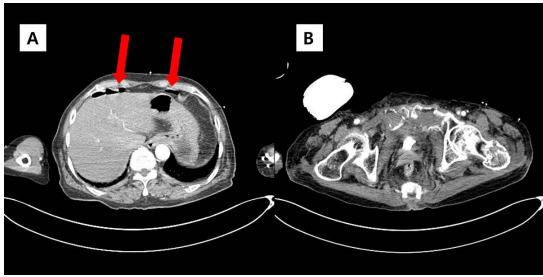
CT scan was performed after angiography. (A) Free air was shown (red arrows). (B) No additional bleeding was shown in pelvic area.
